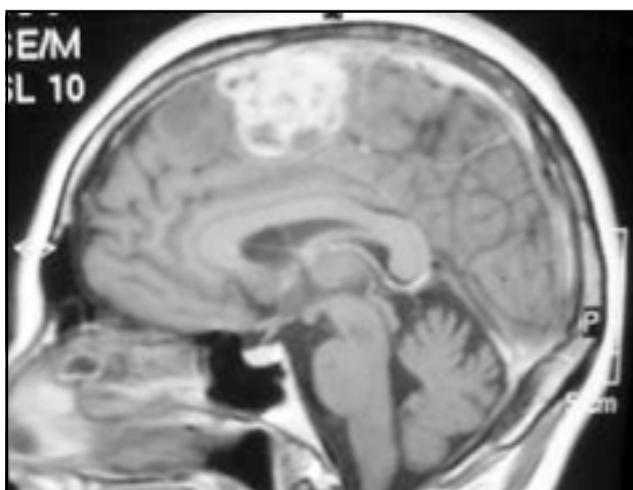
IRM corte sagital T1 con contraste evidenciando lesión tumoral en AMS izquierda
